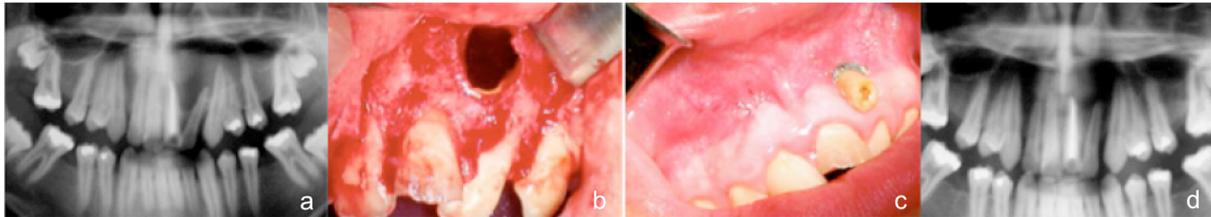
(a) Radiographie panoramique d'un patient présentant une volumineuse lésion périapicale au niveau de la 21; (b) Photo de la cavité après ouverture et drainage du kyste; (c) Photo après insertion d'un drain de latex dans la cavité; (d) Radiographie panoramique après décompression [61].
